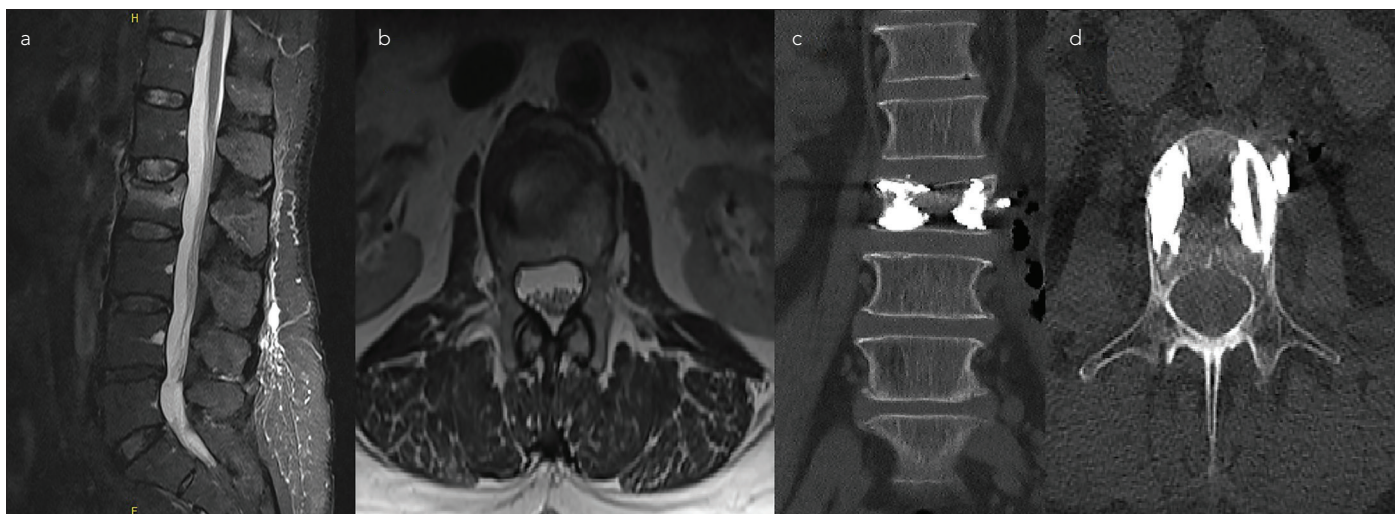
a-d. Preoperative sagittal lumbar STIR MR images revealed L2 acute vertebra fracture (a) Preoperative axial lumbar T2 MR images revealed no pathology at the level of fracture (b) Postoperative coronal CT images revealed no pathology (c) Postoperative axial CT images revealed a normal route of the Jamshidi needle (d)
